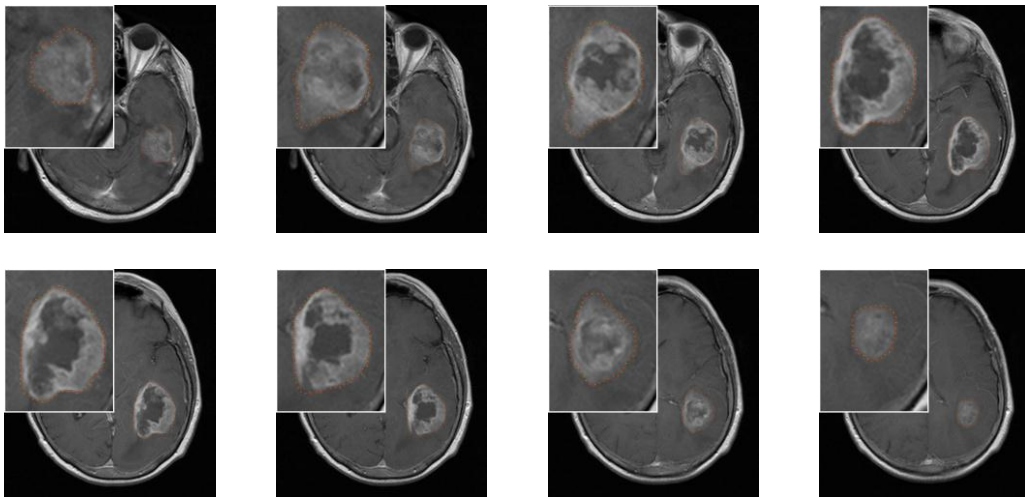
Mehrere axiale MRT-Schichten mit manuell segmentiertem Glioblastoma multiforme
